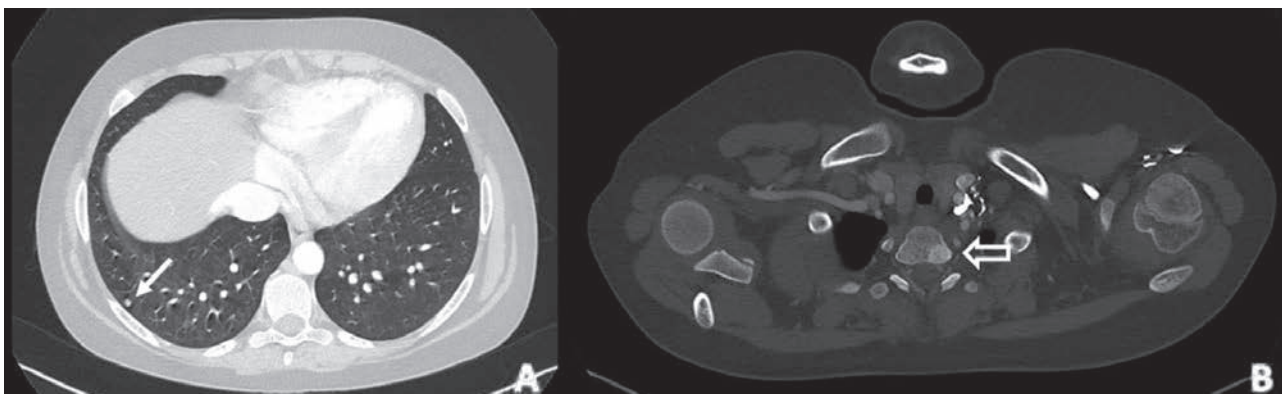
Imágenes en plano axial de TC torácica en ventana de parénquima pulmonar (A) y ósea (B). Se identifican un micronódulo pulmonar en segmento laterobasal del lóbulo inferior derecho (flecha fina) y una lesión esclerosa en el cuerpo de la vértebra D1 (flecha hueca). Dichas lesiones son sospechosas de metástasis de paraganglioma, confirmado tras biopsia.
